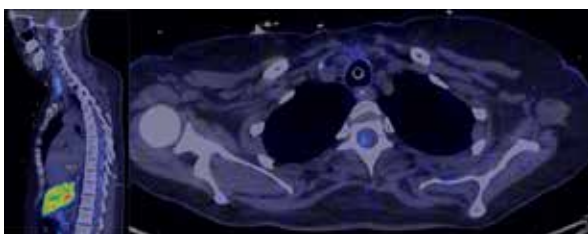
A body positron emission tomography (PET)/CT 68Ga-DOTATOC NET showed scattered focal radiotracer uptake along the spinal cord (cervical and Th-7 to Th-9).
